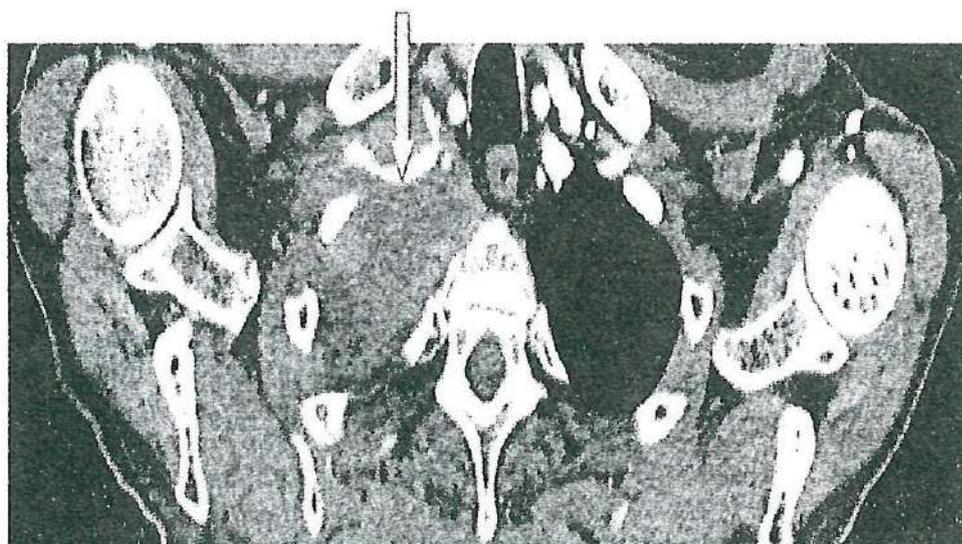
Периферический рак верхушки правого легкого – рак Панкоста (правая подключичная артерия указана стрелкой). Компьютерная томограмма
